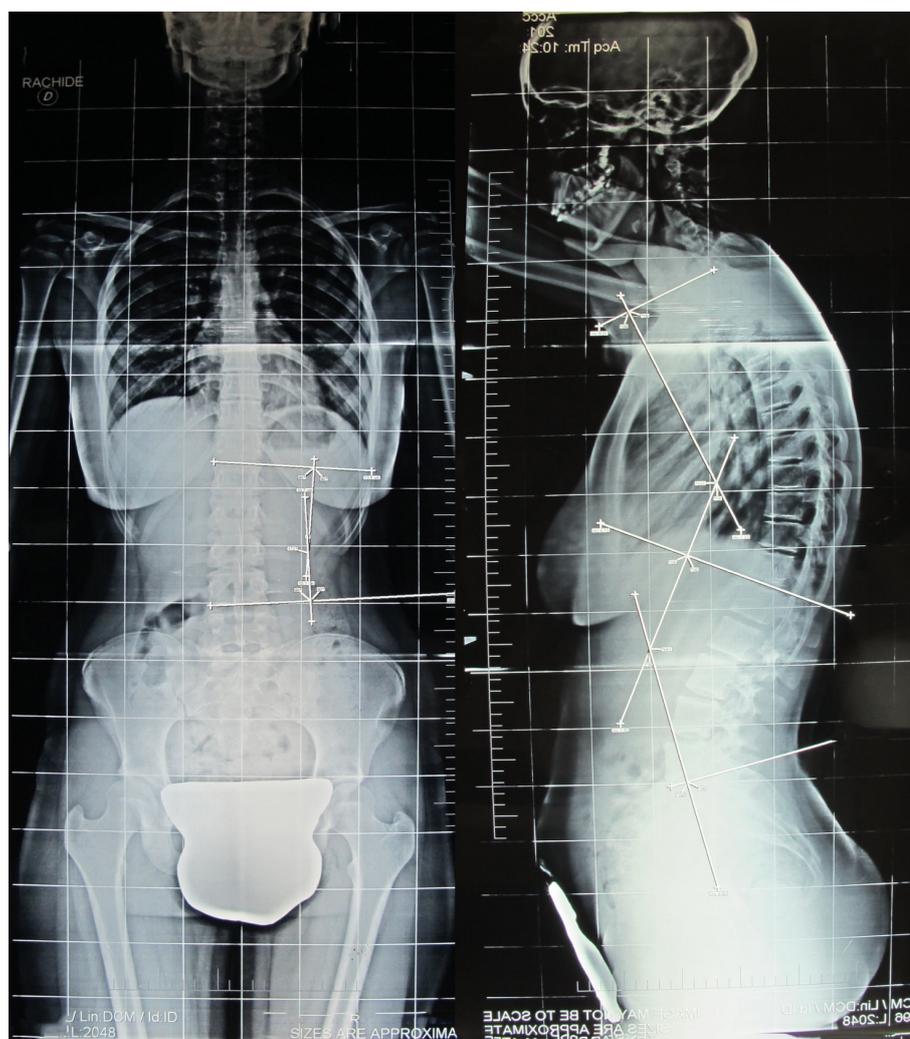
Esame radiografico di paziente affetta da dorso curvo (Risser 3).
